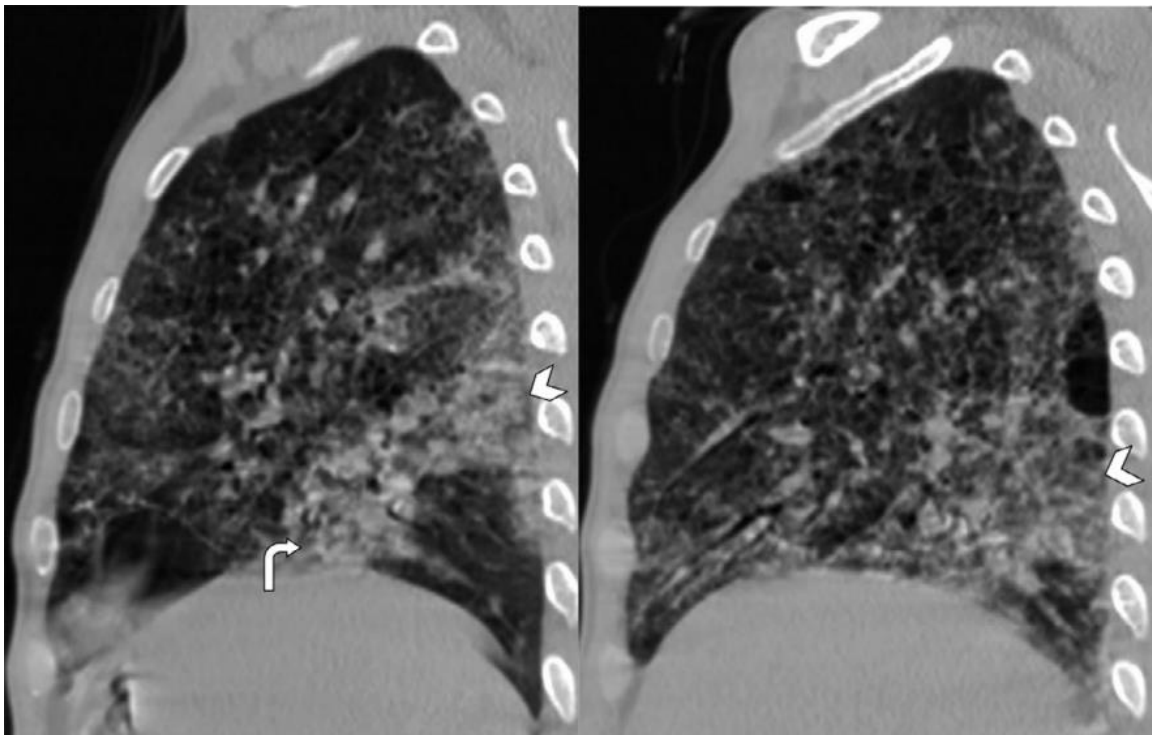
Images de tomographie thoracique sans contraste du patient 8 en vue sagittale montrant des opacités en verre dépoli diffuses et périphériques, principalement dans les lobes postérieurs (flèche). Elle est associée à des consolidations basales (flèche incurvée).
